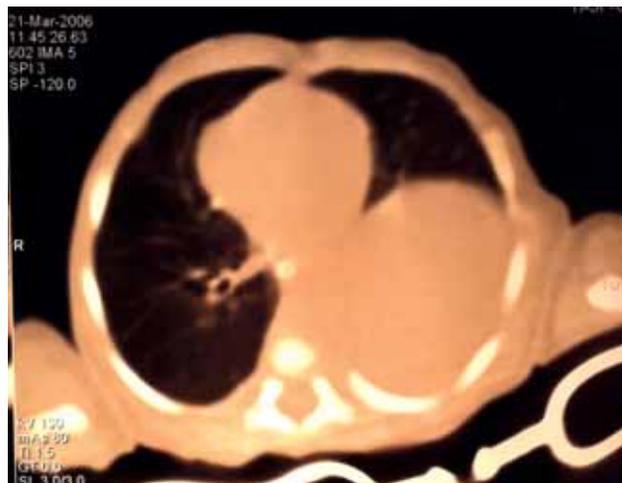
Компьютерная томография. Нейробластома занимает заднее средостение слева
